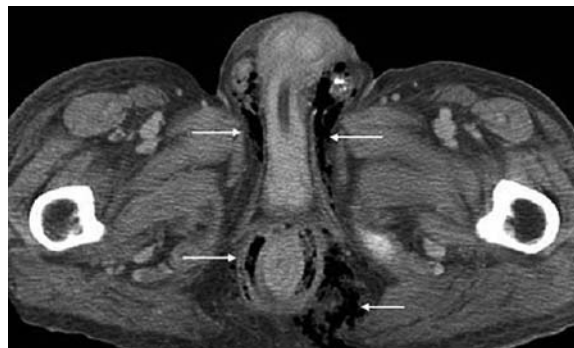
Комп'ютерна томографія: накопичення газу в глибоких шарах фасцій
